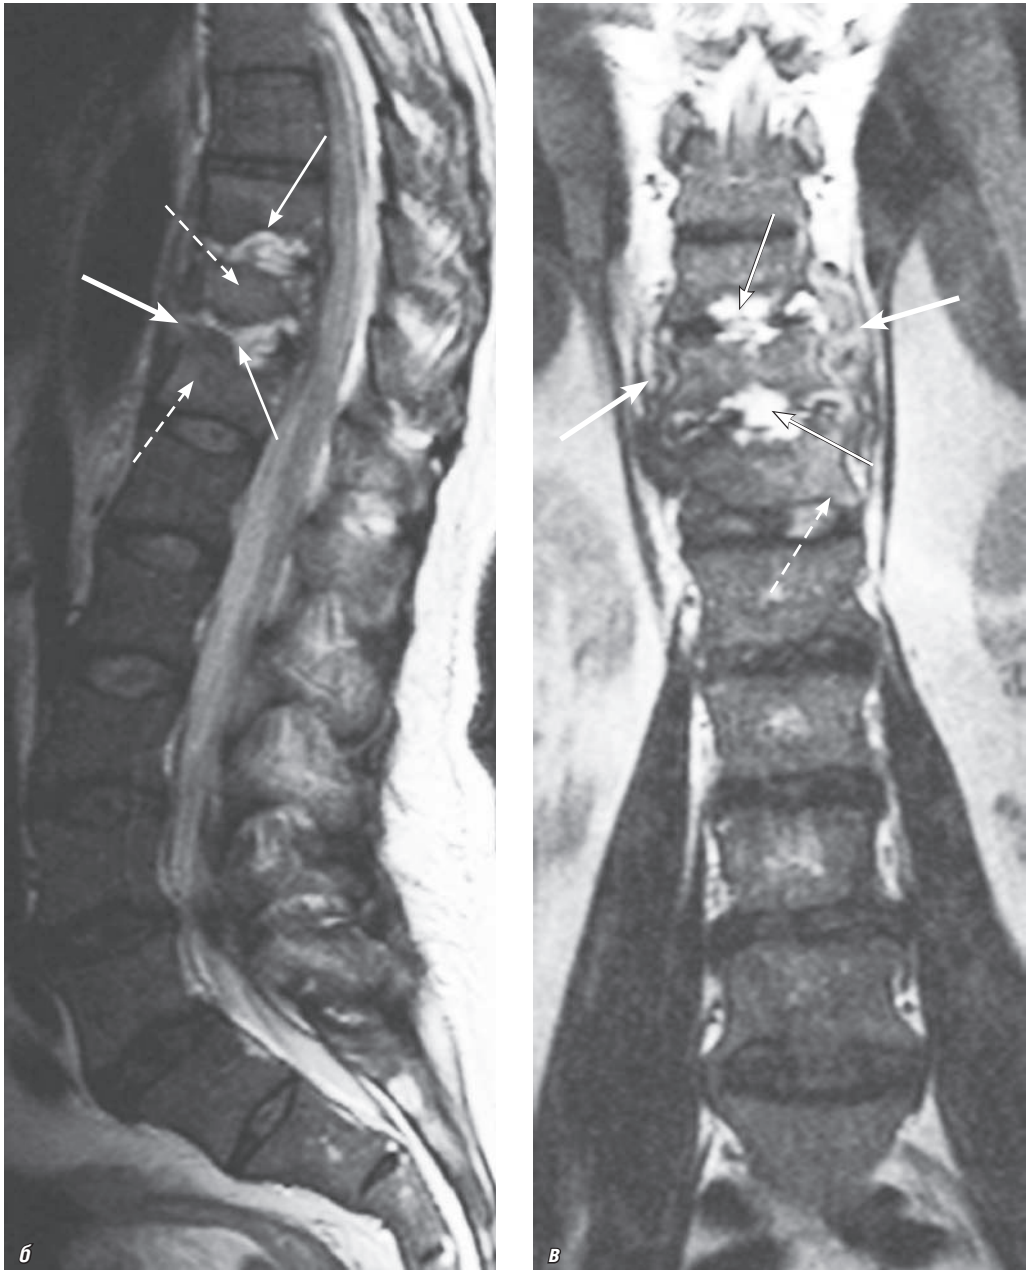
Окончание. Магнитно-резонансные томограммы грудного отдела позвоночника: *б* — T2-ВИ, сагиттальная плоскость; *в* — T2-ВИ, фронтальная плоскость. Подострый пиогенный спондилодисцит позвонков Th_{ix}–Th_{xi}. Определяется неоднородно высокий МР-сигнал на T2-ВИ от полостей деструкции и разрушенных межпозвонковых дисков Th_{ix}–Th_x, Th_x–Th_{xi} (тонкие стрелки) и изоинтенсивный МР-сигнал на T1-ВИ, сливающийся с МР-сигналом от тел позвонков. Умеренно повышен сигнал от остатков тел разрушенных позвонков на T2-ВИ и снижен на T1-ВИ (пунктирные стрелки). Имеется воспалительная инфильтрация паравerteбральных тканей, лучше видная на фронтальном срезе (*в*), и эпидурального пространства (толстые стрелки)
